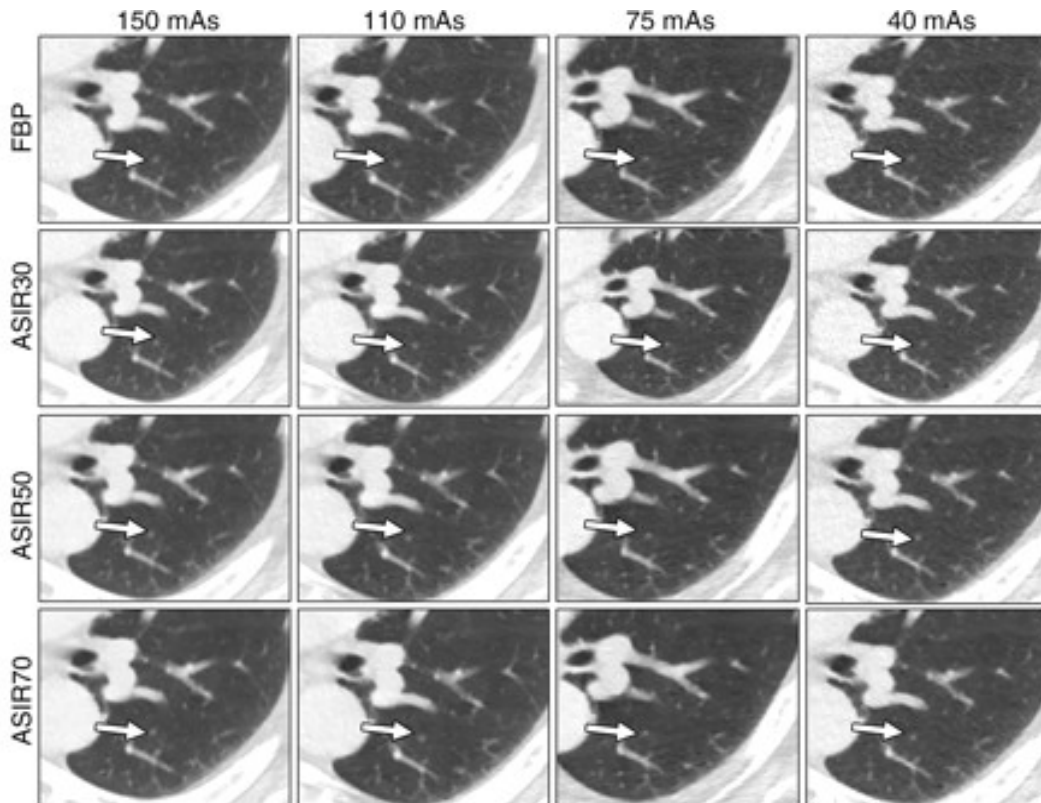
Thorax-CT einer 61 jähriger Frau mit einem Körpergewicht von 118 kg, der Pfeil zeigt auf einen Lungenrundherd im linken Unterlappen. Die Bilder wurden mit FBP oder ASIR mit 4 Röhrenstrom-Zeit-Produkten rekonstruiert. Bei 40 mAs ist die Läsionsauffälligkeit größer und die diagnostische Sicherheit höher mit ASIR Bilder als mit FBP.
